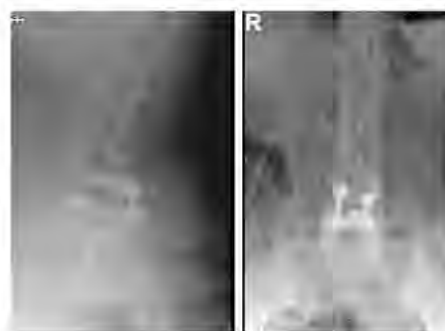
Postoperatives Röntgen nach Fusion L4/5 über Pedikelschrauben in „cortical bone trajectory“ und TLIF-Implantation von links. Die Spondylolisthese zeigt sich postoperativ aufgehoben
